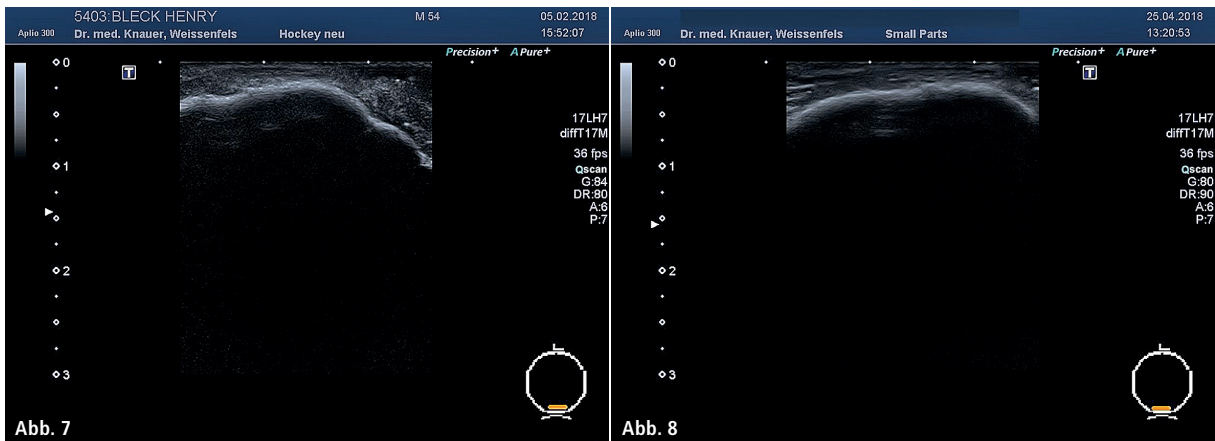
Sonografische Verlaufskontrolle. – Abb. 8: Abschlussuntersuchung.
